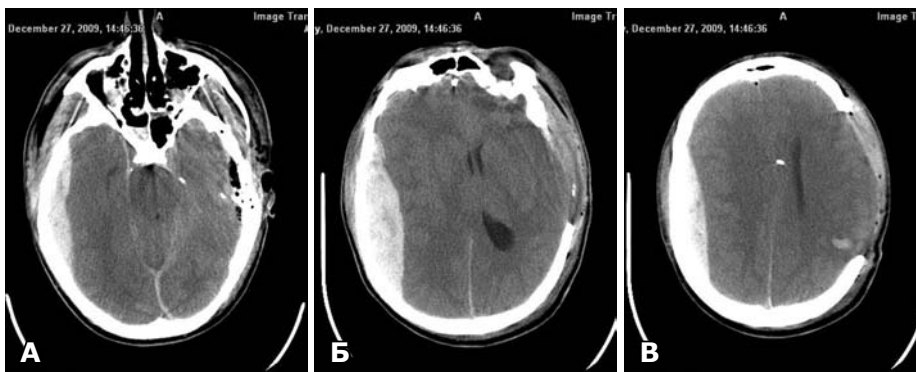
КТ. Стан після ДК зліва, видалення ГСДГ. ГЕДГ правої лобово-скронево-тім'яної ділянки. А — стиснення мезенцефальної цистерни праворуч; Б — зміщення серединних структур на 10 мм ліворуч (в бік ДК); В — пролабування головного мозку в трепанаційний дефект.
